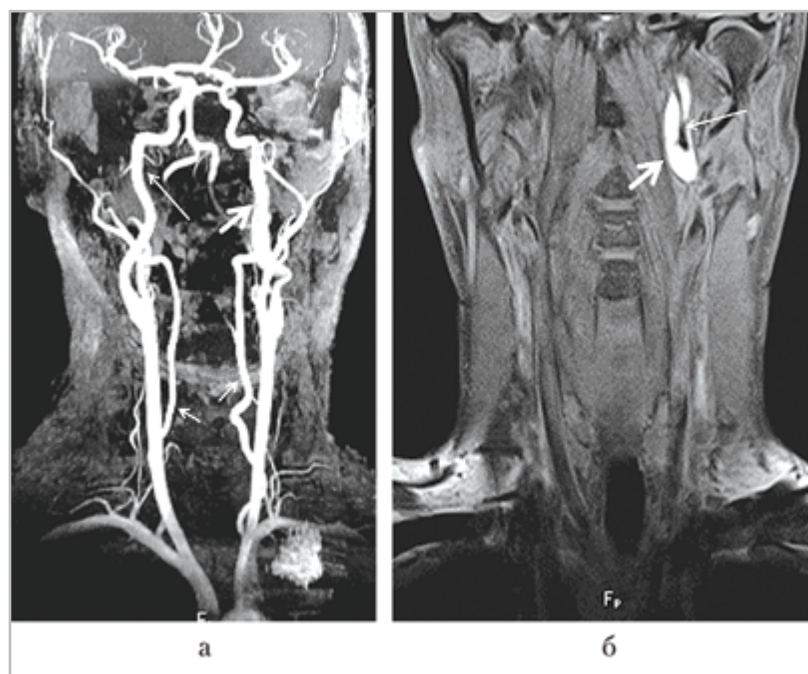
Диссекция шейной части левой ВСА — 3 нед от момента появления клинической симптоматики: *а* — МР-ангиограмма, МР-реконструкция. Гиперинтенсивный сигнал от ИМГ в стенке левой ВСА симулирует неизменный кровоток (*толстая стрелка*), диаметр артерии на этом уровне увеличен. Правая ВСА (*длинная стрелка*) и обе ПА (*короткие стрелки*) не изменены; *б* — МРТ в режиме T1 f/s ВИ, коронарная проекция. В стенке левой ВСА выявляется зона гиперинтенсивного МР-сигнала, наружный диаметр артерии увеличен (*толстая стрелка*), внутренний просвет сужен (*длинная стрелка*)
